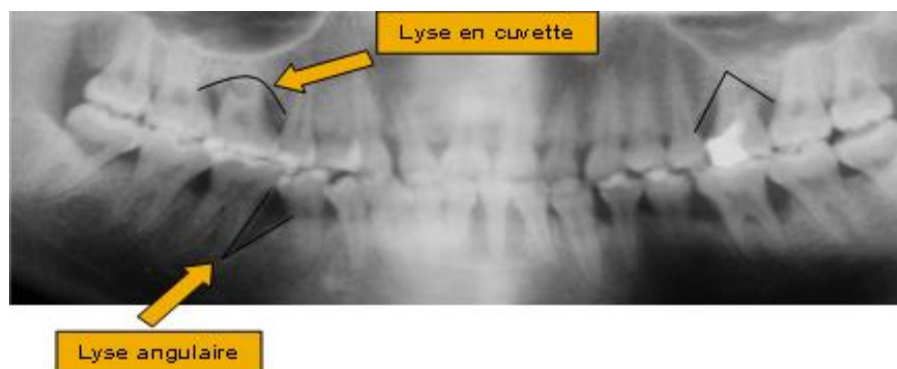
Orthopantomogramme [7].
